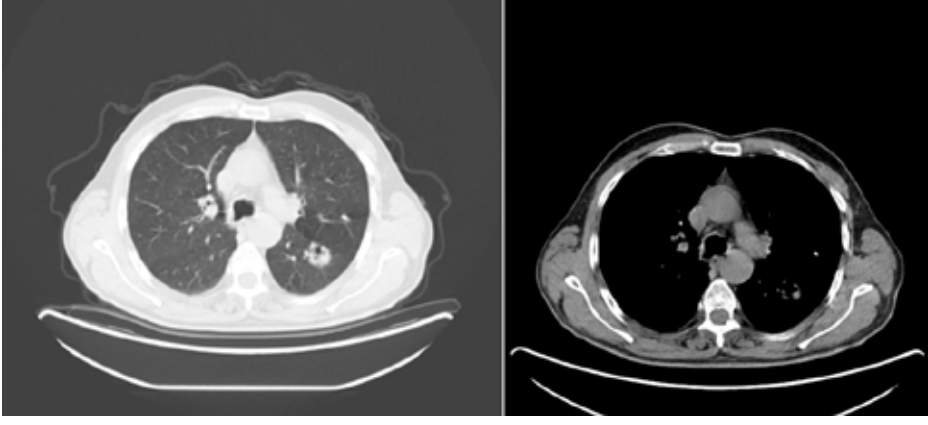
2018 yılı Toraks BT duvar kalınlığı 13,3 mm lezyon
